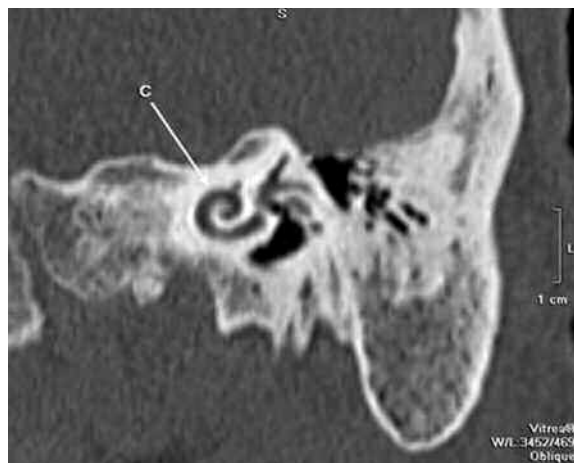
Eje corto de la cóclea (Flecha), en TC con MPR oblicua donde se observa la vuelta inferior.
